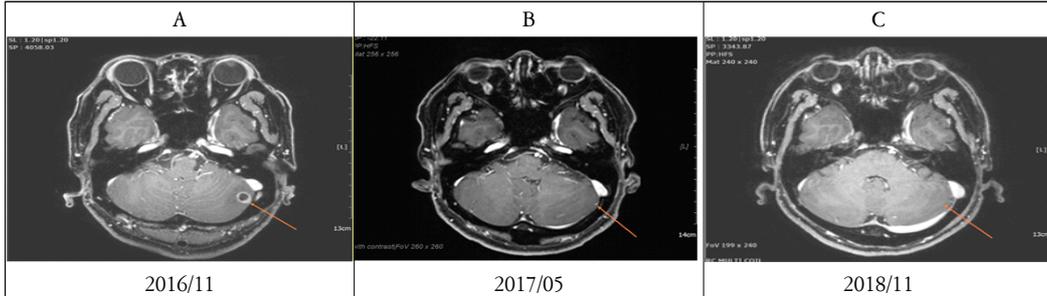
Comparison of brain magnetic resonance imaging
